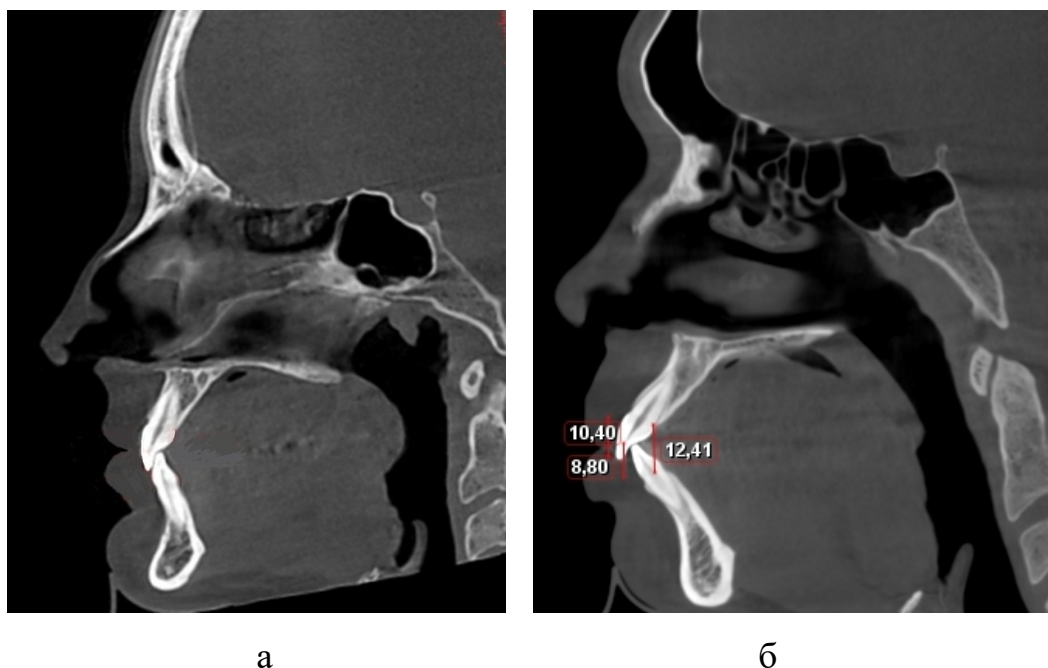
Патологическая ретрузия (а) и патологическая протрузия (б).
